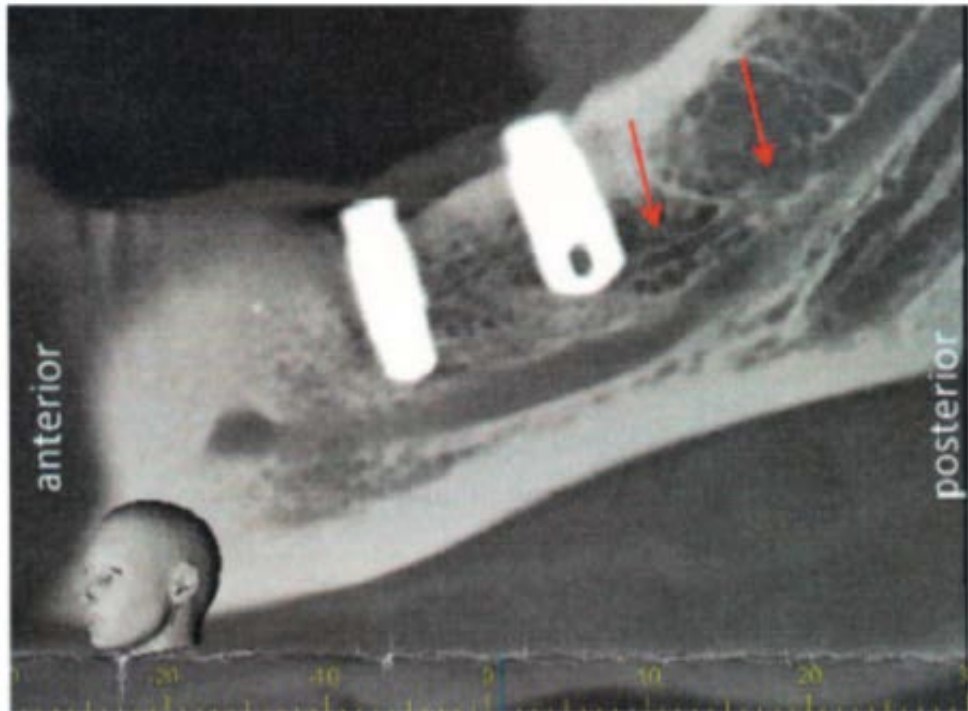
Image d'un CBCT mettant en évidence le canal alvéolaire mandibulaire et le canal accessoire (sous les deux flèches rouges) (32)
